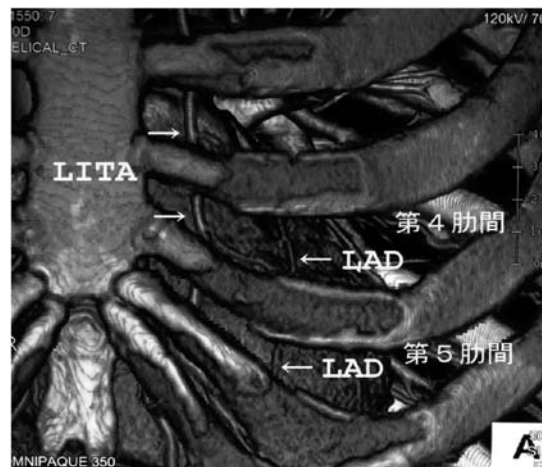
MD-CTによるMIDCAB術前のLITAとLADの位置関係の評価
